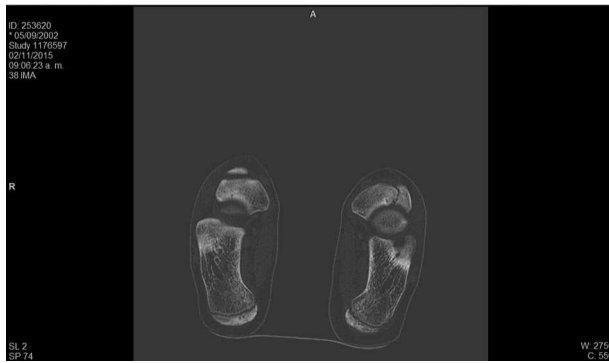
Tomografia computeritzada, tall coronal: alteració de la morfologia de l'escafoide tarsià. S'observa var del retropeu.
